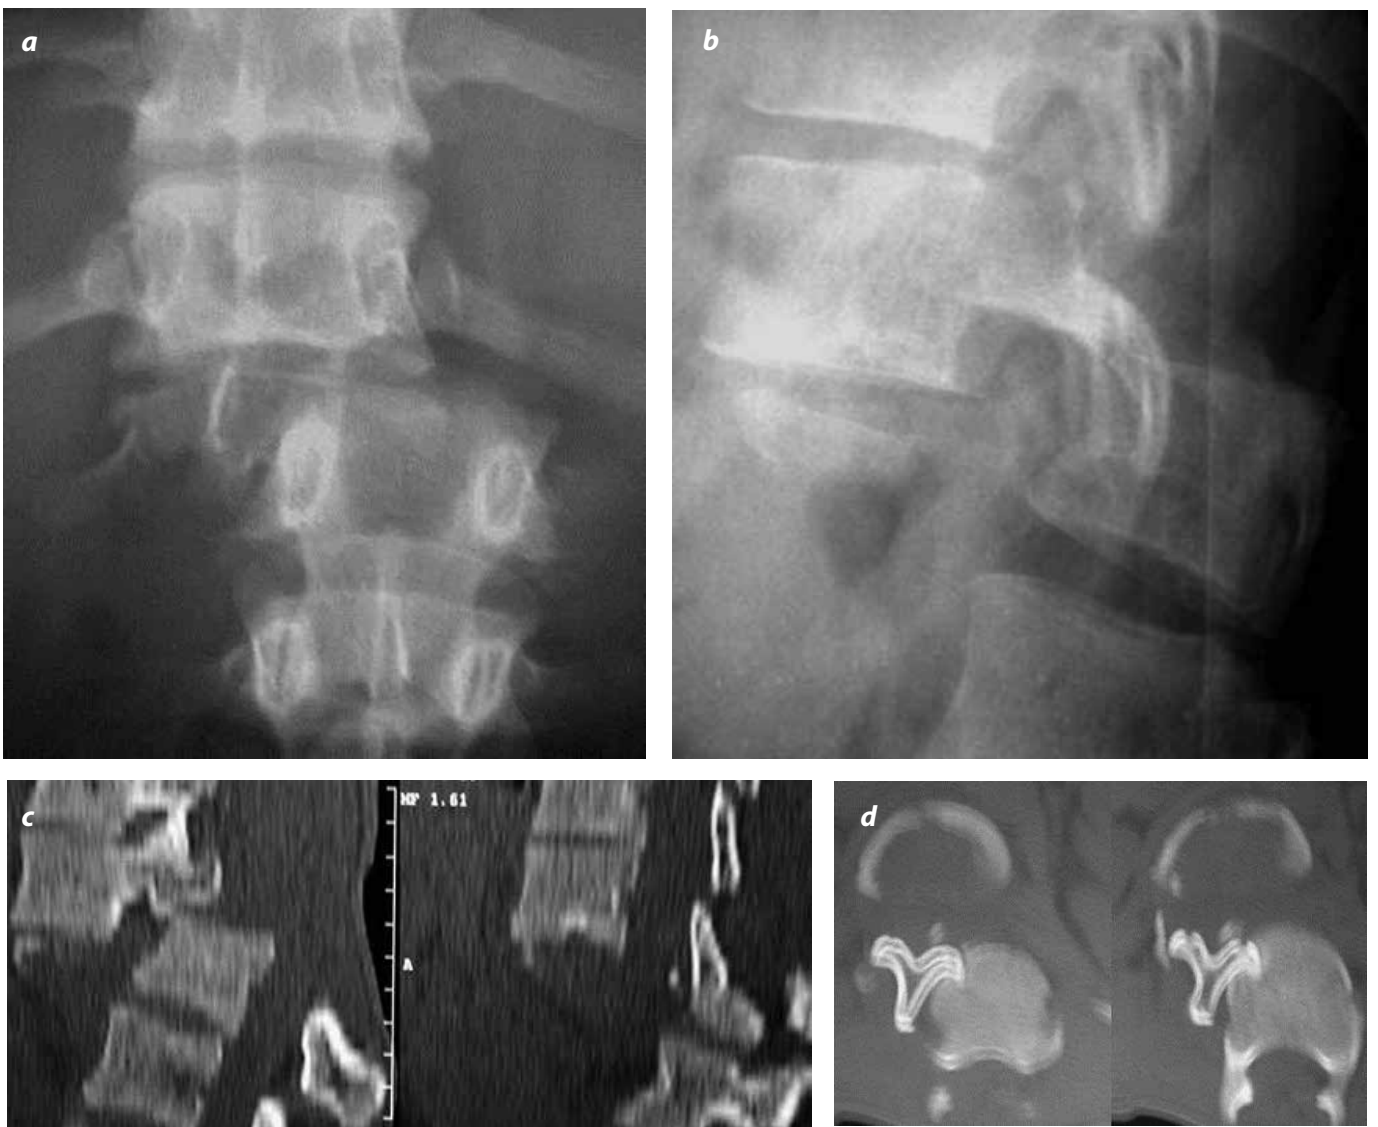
Fractura C3. a y b). Radiografía simple en proyección frontal y lateral con cizallamiento en el disco T12-L1 ("rebanada"). c y d). Imágenes por TC en cortes sagital y axial de otro caso con cizallamiento y rotación vertebral.
